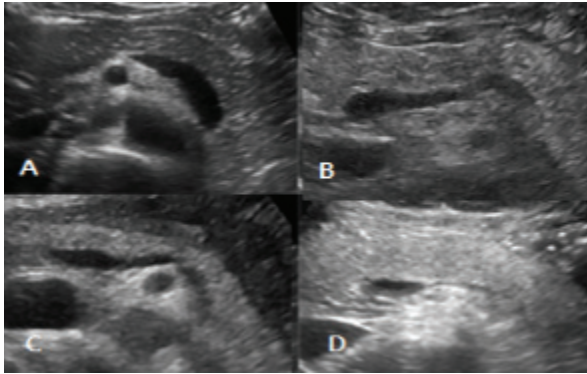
Normal(A), Mild fatty(B), Moderate fatty(C), Severe fatty(D) Pancreas ultrasonograph.
